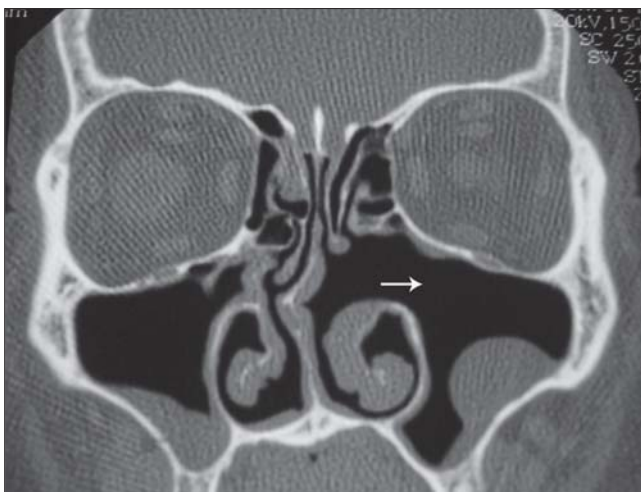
Tomografia computadorizada de seios paranasais em corte coronal - controle pós-operatório, mostrando ausência de sinais de recidiva (seta).
